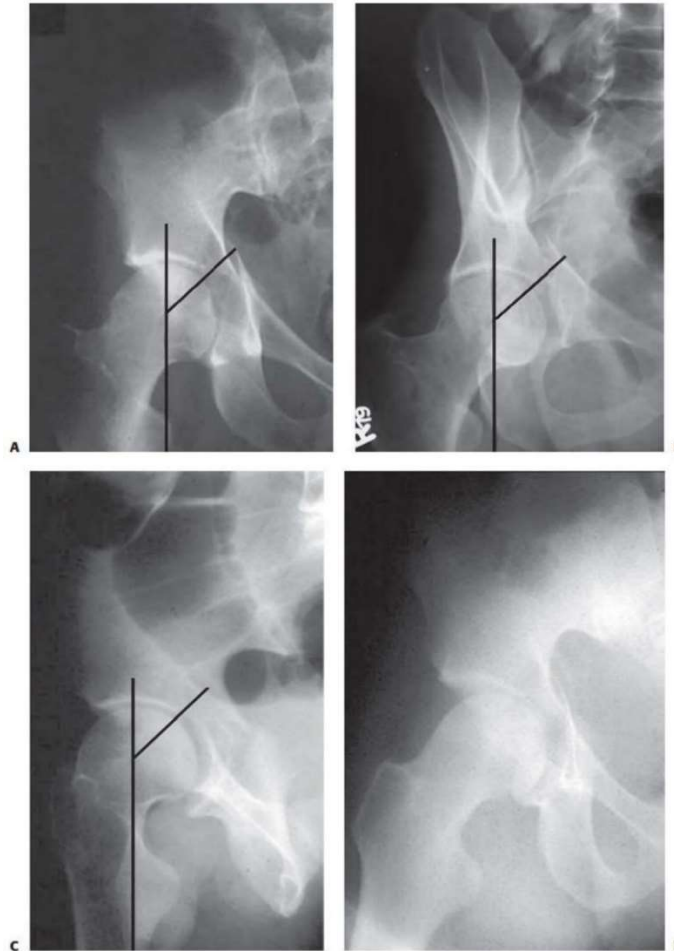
A: Anteroposterior (AP), (B) obturator oblique, and (C) iliac oblique radiographs of a transverse fracture of the acetabulum showing roof arcs of approximately 50 degrees each, indicative of a stable hip joint by the initial recommendations (greater than 45 degrees on each view).110 D: AP radiograph of the patient obtained 3 weeks later showing gross medial subluxation of the hip, which would have been expected using the updated criteria for stability of Vrahas et al.187 (greater than 45 degrees on AP, greater than 25 degrees on obturator oblique, greater than 70 degrees on iliac oblique). (copyright Berton R. Moed, MD.)
